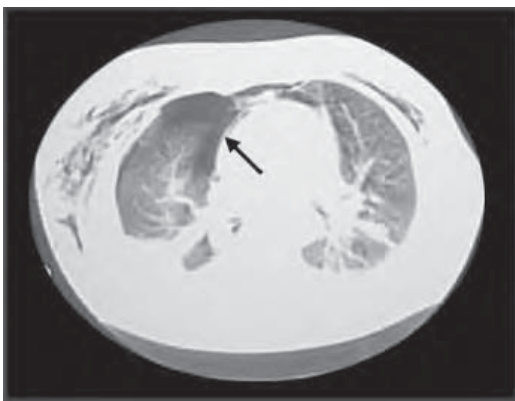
/12. TAC de tórax. Traumatismo grave con neumotórax derecho que no se había constatado en la radiografía, y profuso enfisema subcutáneo.
